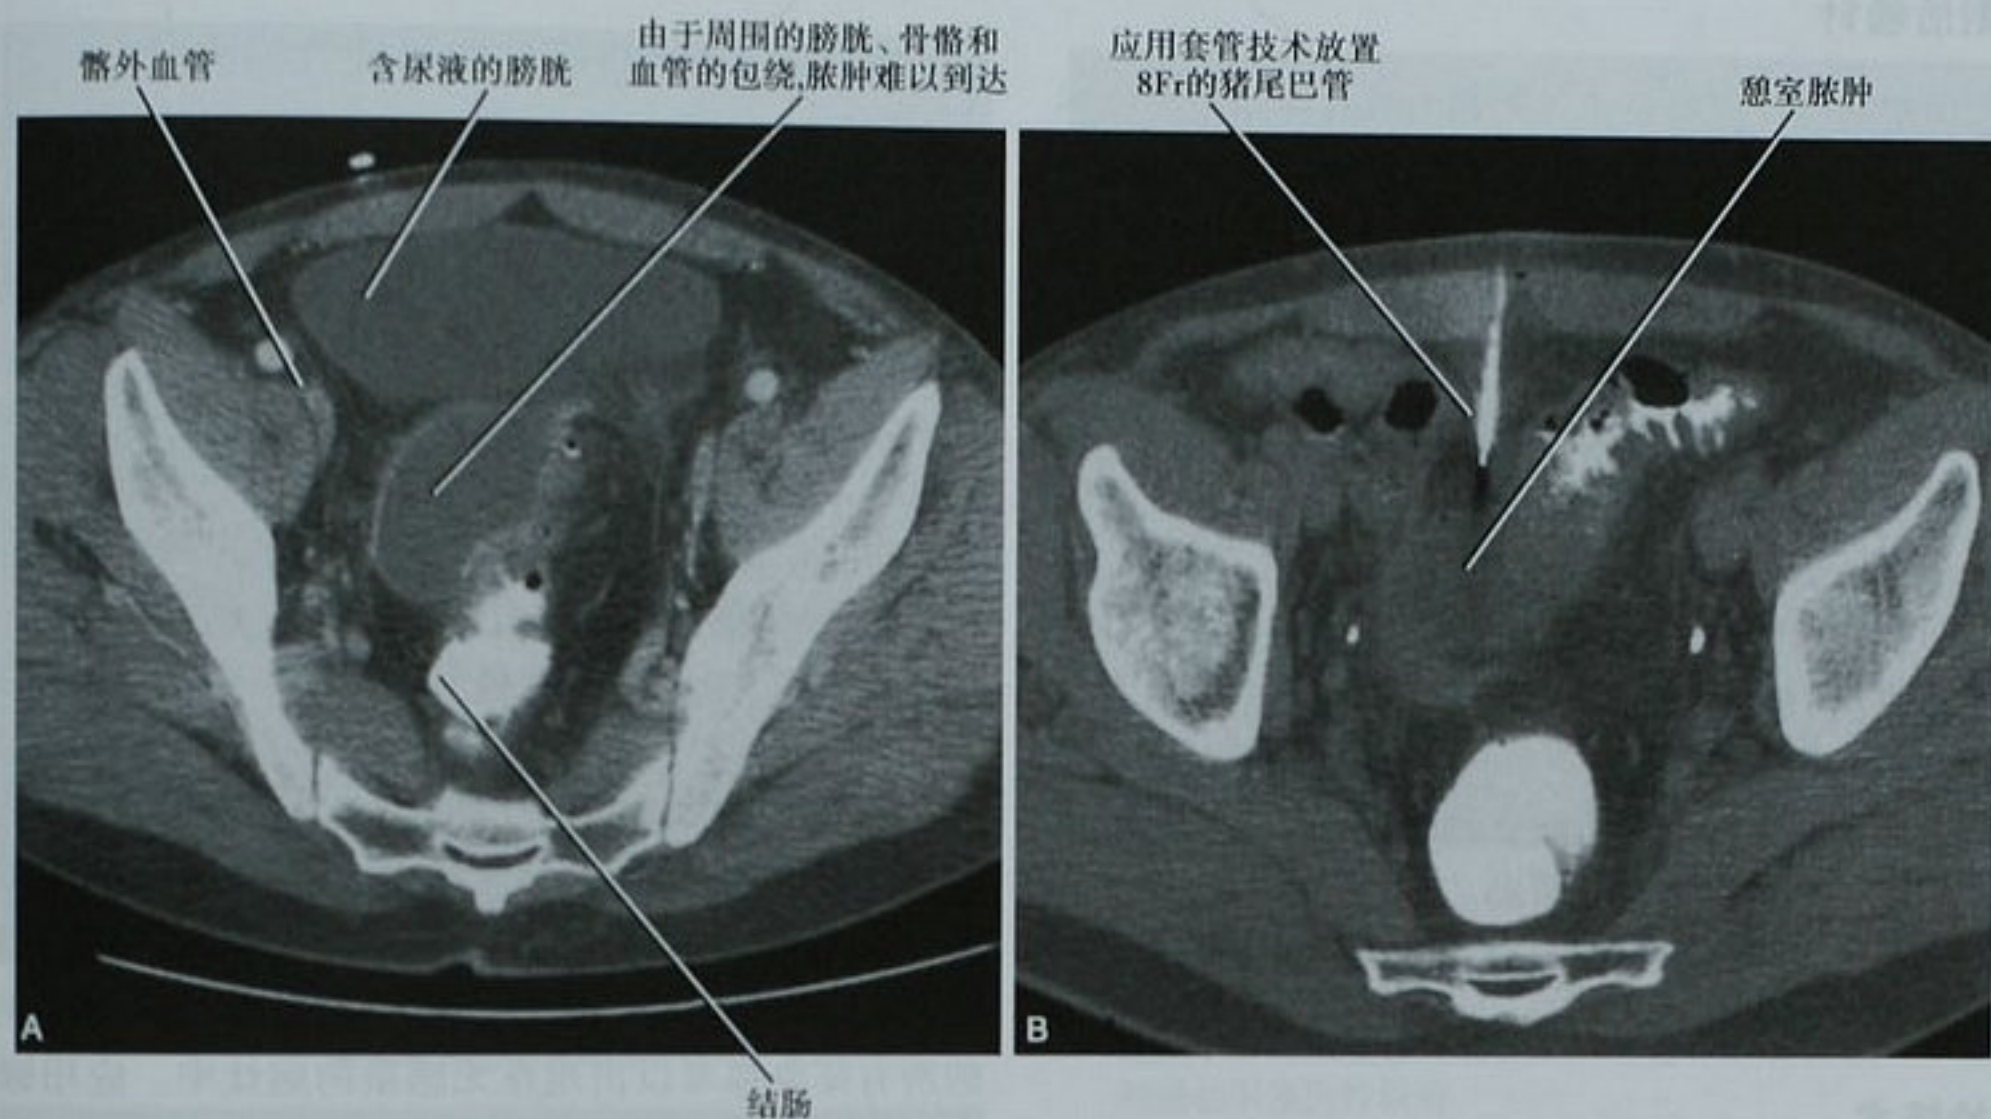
憩室脓肿患者, 盆腔增强 CT 横断面图像(A); 在排空膀胱后, 可以从前方穿刺到达脓肿(B)。Fr: 法式单位
